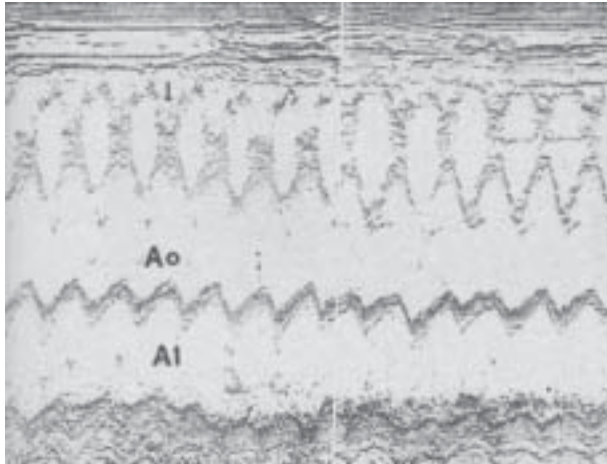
Misma paciente cuyas teleRx de tórax se muestra en la Figura 2. Ecocardiograma Modo M, posición parasternal izquierda, con el transductor orientado hacia la raíz aórtica (Ao). La flecha señala una gruesa línea anormal de ecos ondulantes, por delante de la pared aórtica anterior, producida por la presencia de un aneurisma de la porción proximal de la arteria coronaria derecha. Este signo en el ecocardiograma Modo M fue por primera vez descrito por el autor 1984 (12). AI= Aurícula izquierda Ao= Aorta.
